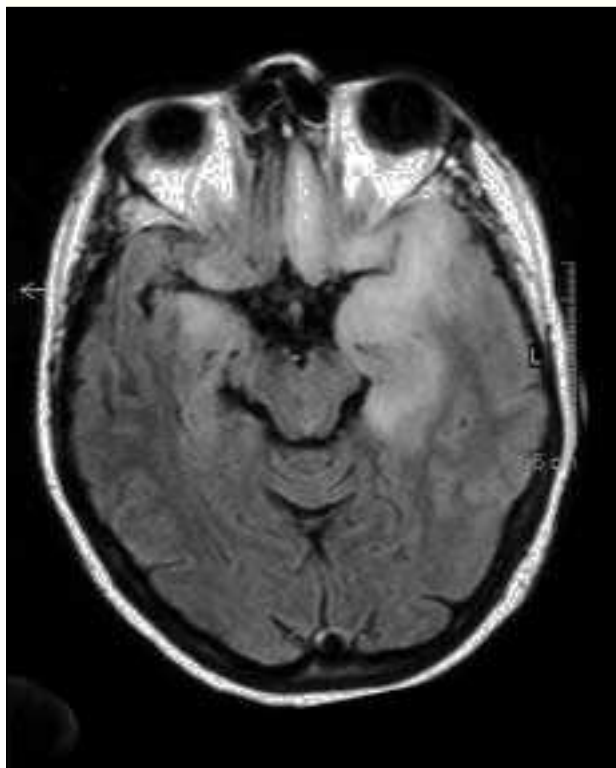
RM cerebral con señales de alta intensidad en ambos lóbulos temporales y en el frontal izquierdo.
